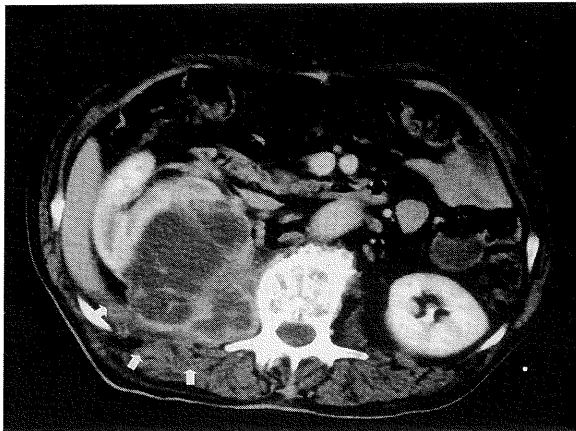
CT scan shows a psoas abscess, enlarged in the right retroperitoneal space, displacing the right kidney anteriorly. It looks like a retroperitoneal tumor.
